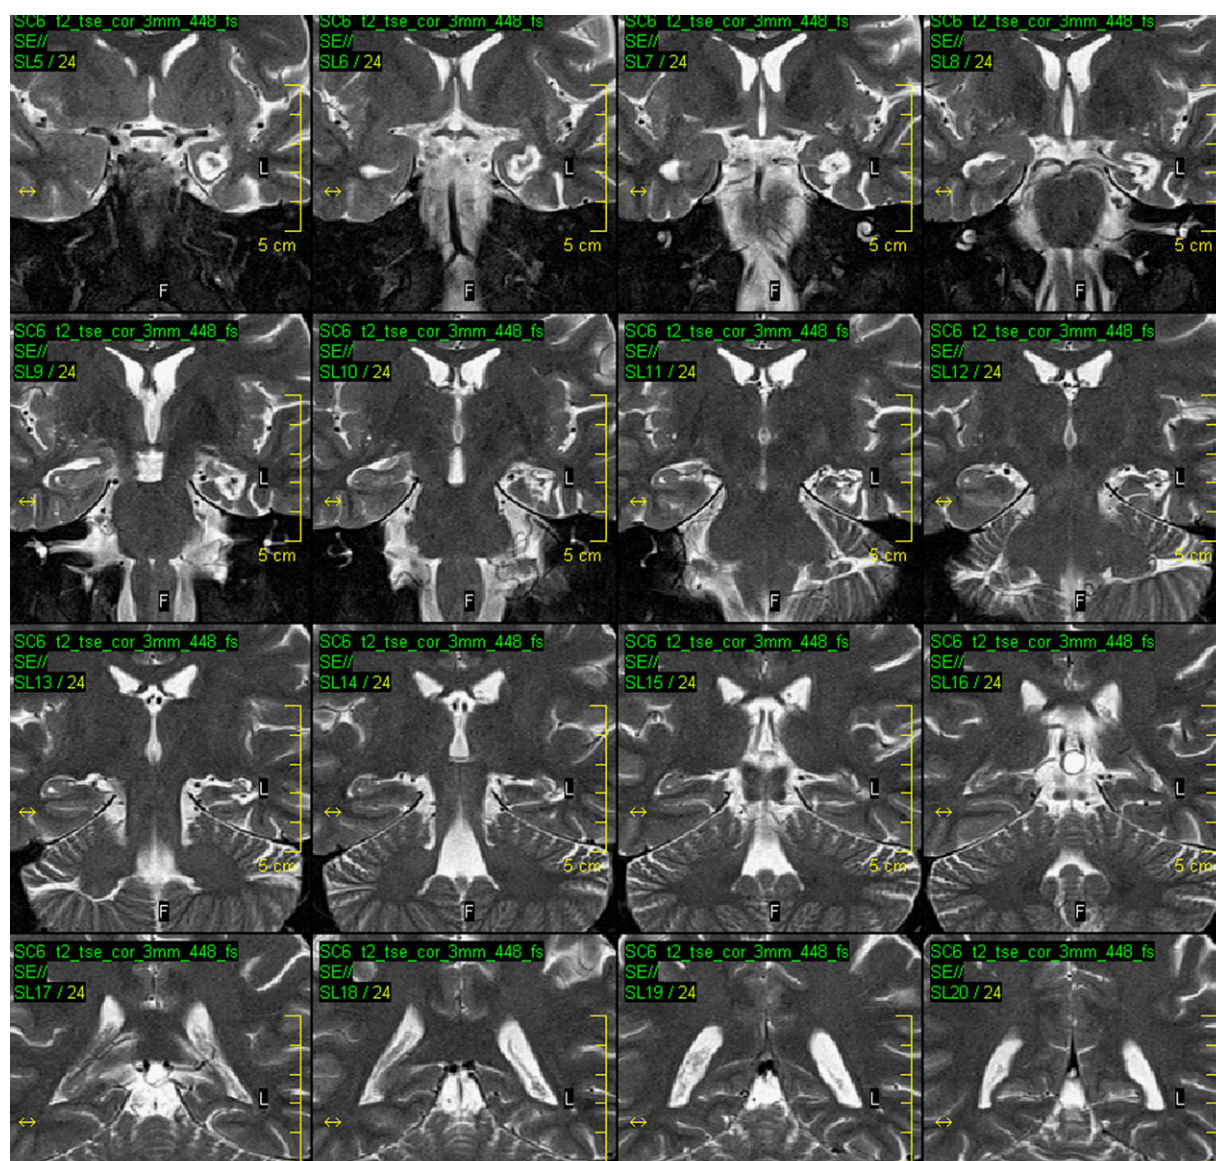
Chronic MRI changes after SAHE with the pseudocyst surrounded by gliosis and atrophy in the temporal lobe (TSE T2 coronal view).
